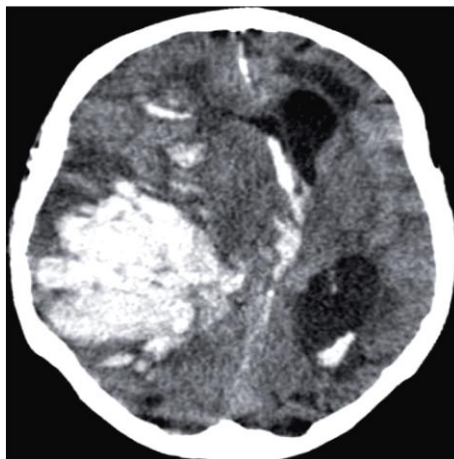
AVC hemorrágico, área muito hiperdensa no hemisfério direito, com rutura do sistema ventricular assim como presença de efeito de massa- (retirada da amostra dos TC's de um dos pacientes do meu estudo).
